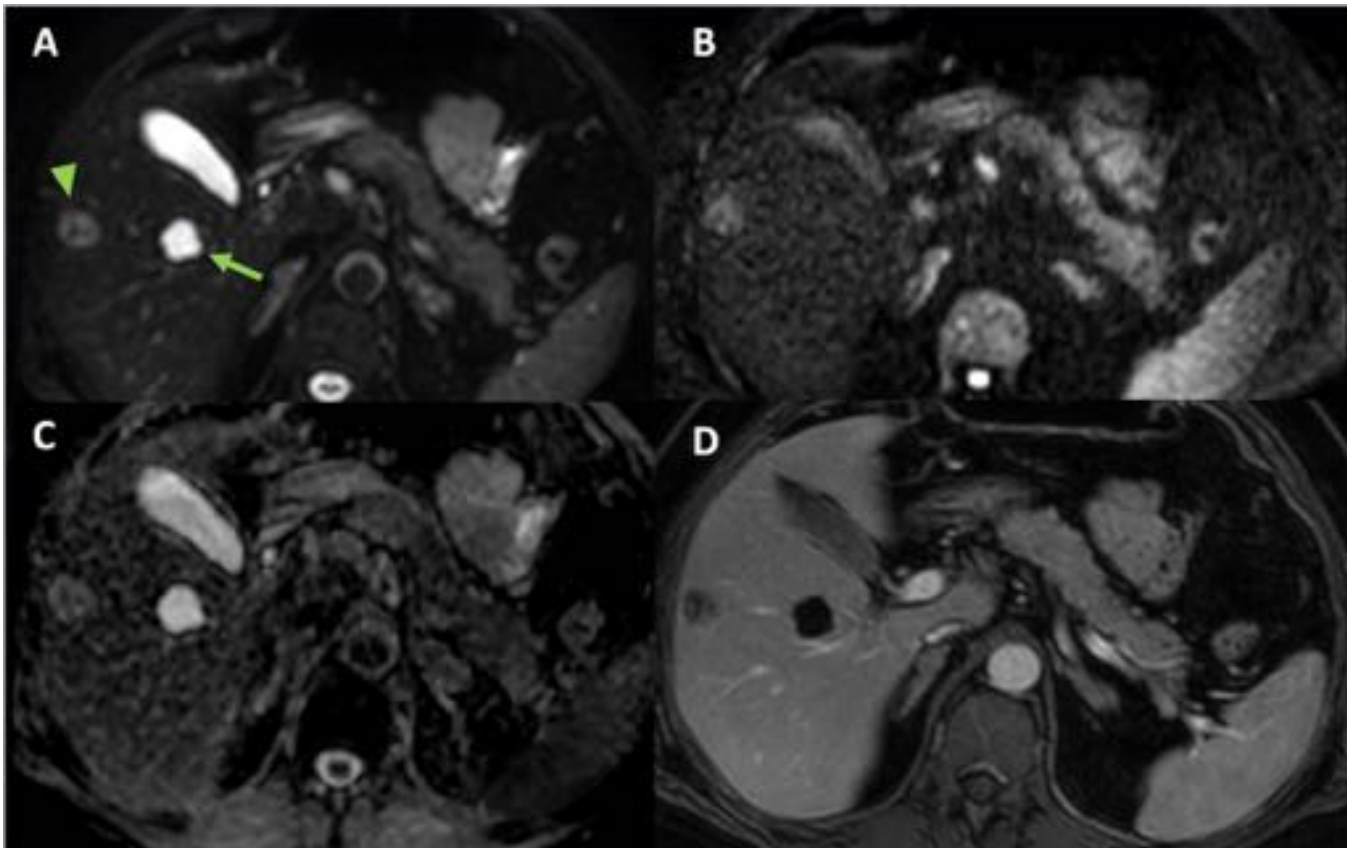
Diferenciación quiste-lesión sólida. A: imagen de RM de difusión (b0) que muestra dos lesiones hiperintensas (flecha) y señal intermedia (cabeza de flecha). En imagen b 1000 y mapa ADC (C) la primera pierde señal, por ausencia de restricción de difusión, y la segunda mantiene la señal por restricción, diferenciándolas como quiste simple y metástasis. D: imagen de RM T1 con supresión grasa con contraste que confirma el comportamiento de ambas lesiones como quiste y metástasis respectivamente.
